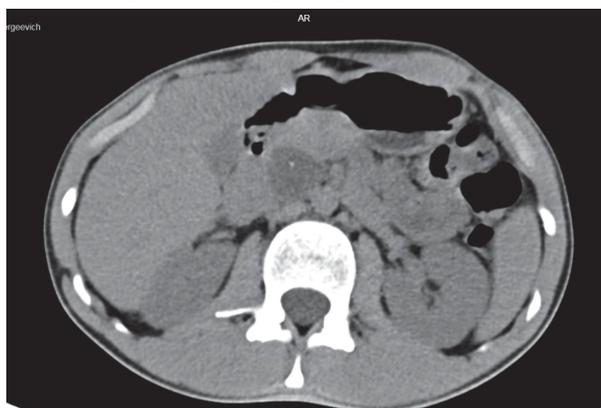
Компьютерная томография органов брюшной полости у ребенка К
